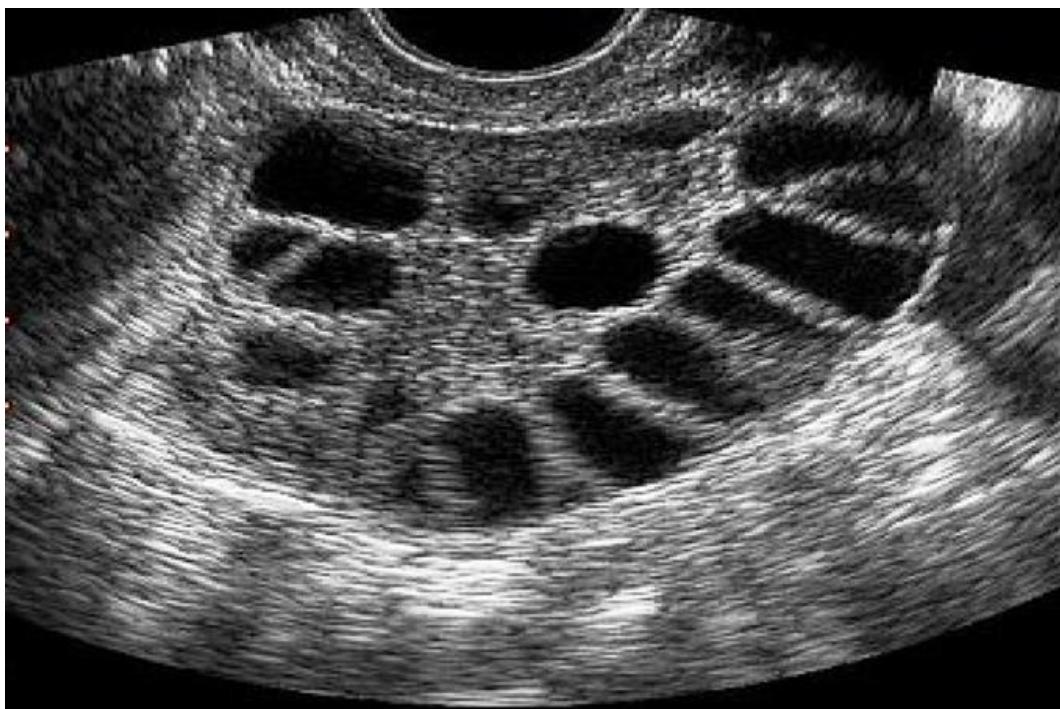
Эхографическое изображение поликистозного яичника по УЗИ
